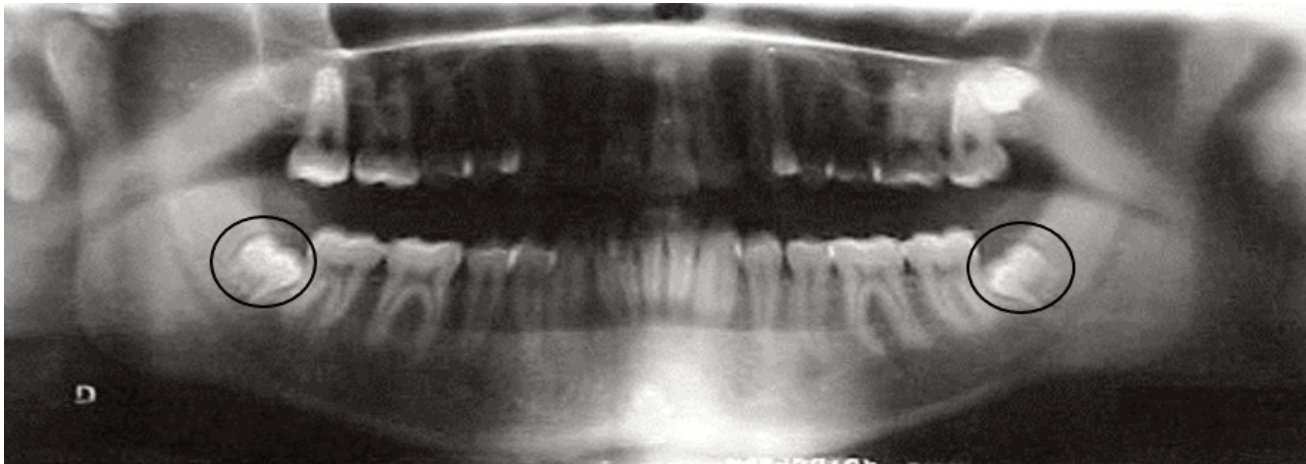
Radiografía panorámica de inicio.
